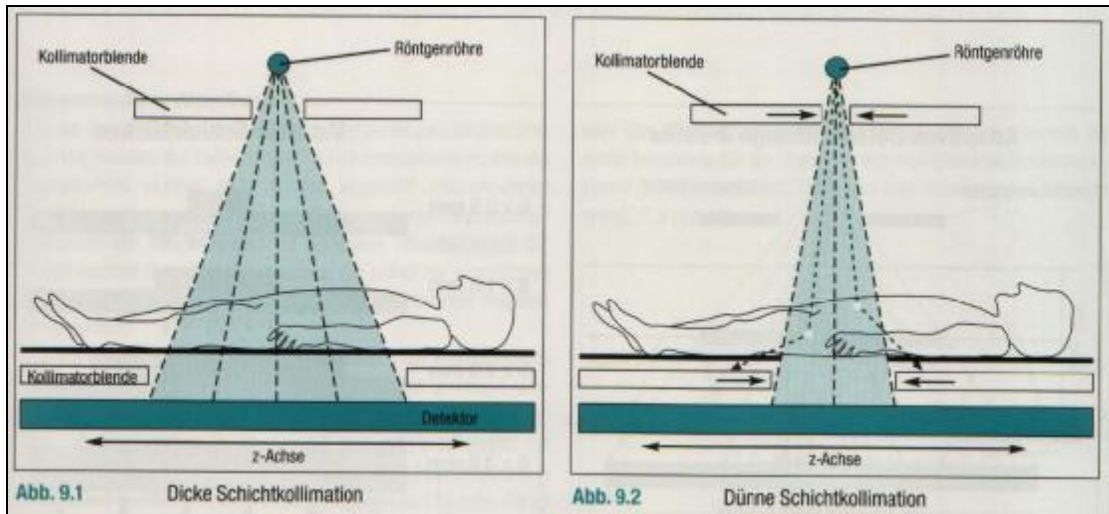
Schichtkollimation. Durch Einblendung des Röntgenstrahls durch Kollimatorblenden wird die Dicke der akquirierten Schicht in der z-Achse des Patienten vorgewählt (35).
